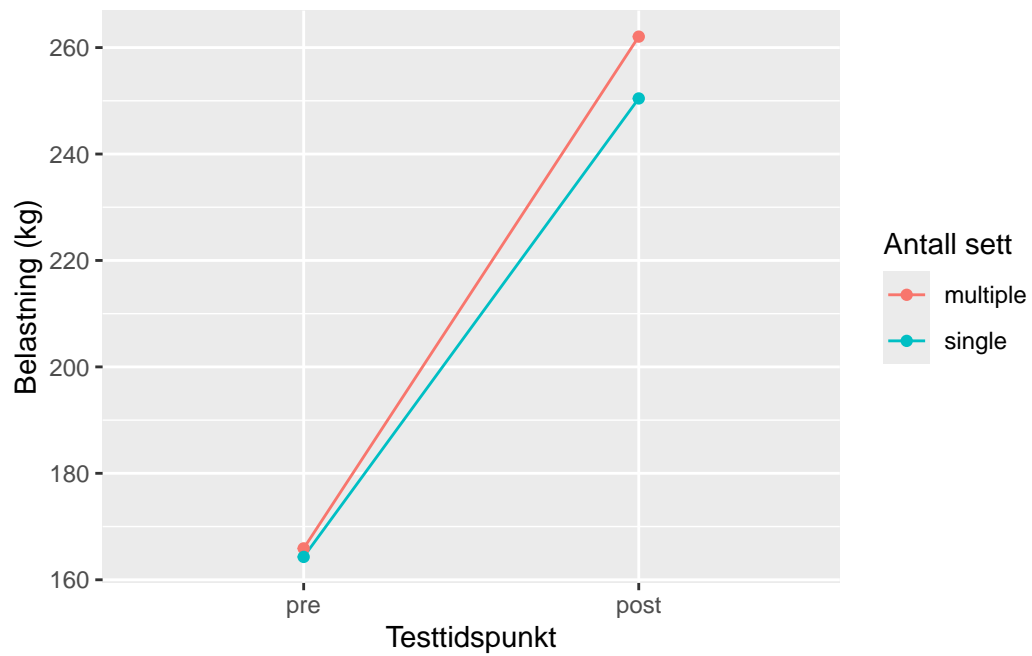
Gjennomsnittlig endring i benpress 1RM mellom pre- og posttest
